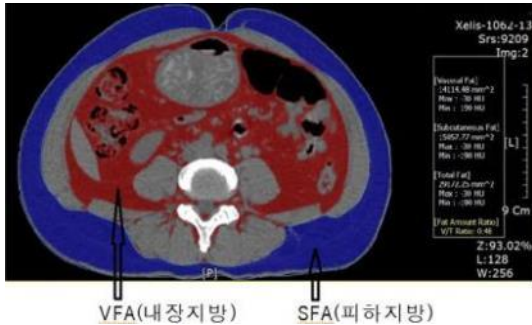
Computed Tomograph
